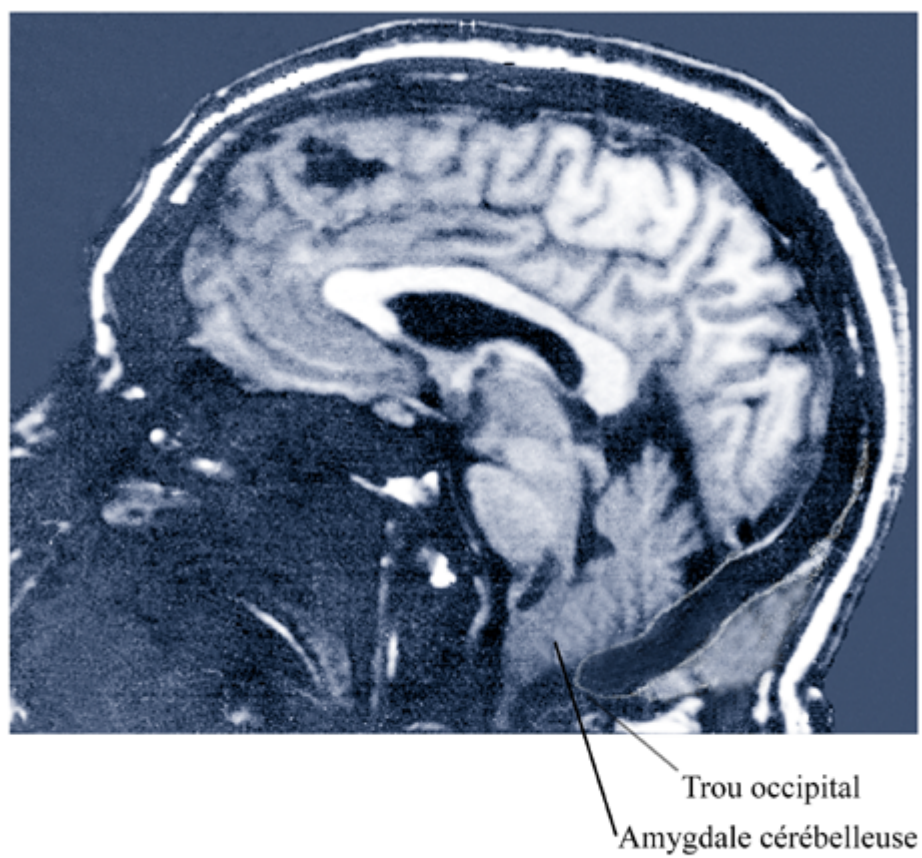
IRM pré-opératoire .
